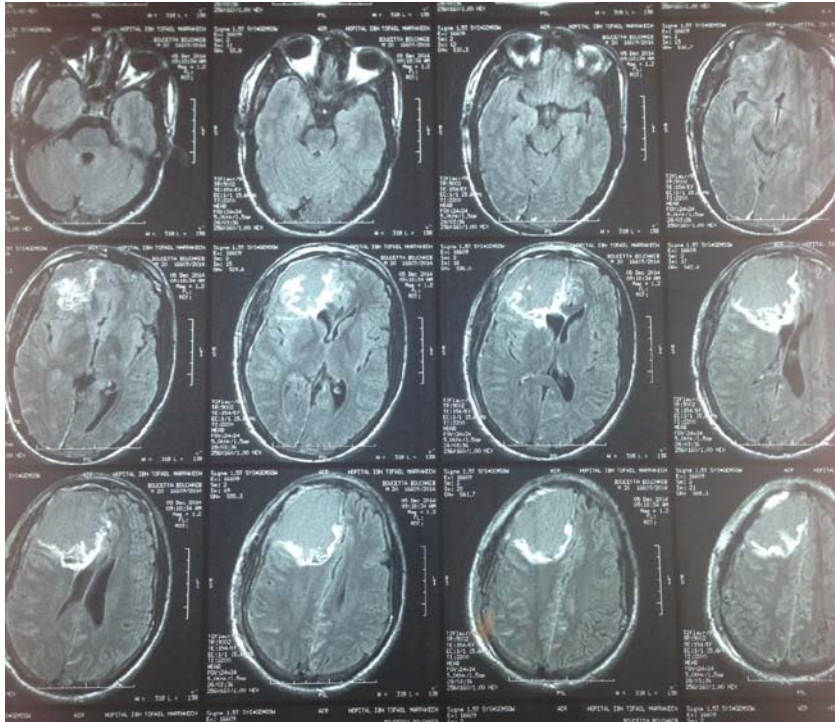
IRM de contrôle à 48h, en séquence axiale T2 Flair, objectivant une cavité porencéphalique postopératoire en hyposignal, entourée d'un halo en hypersignal en rapport avec un résidu postopératoire.
